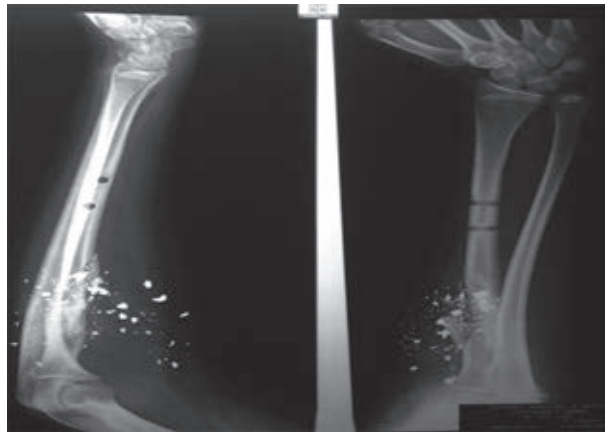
Radiografía anteroposterior y lateral del codo con fractura expuesta tipo IIIC de Gustilo.
